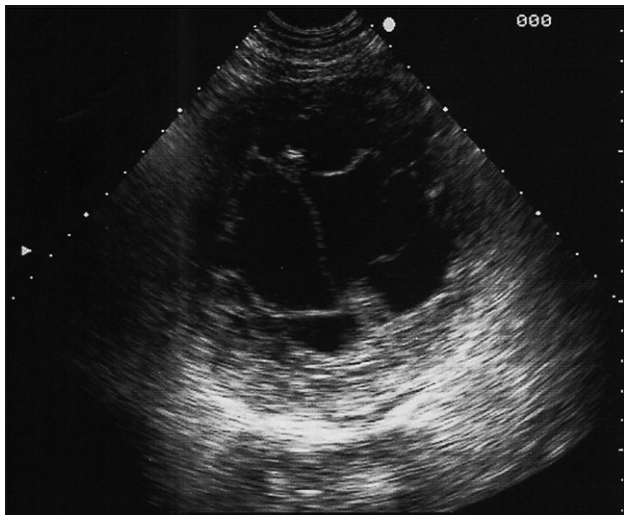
Masa de 13 × 13 cm en la ecografía abdominal.
